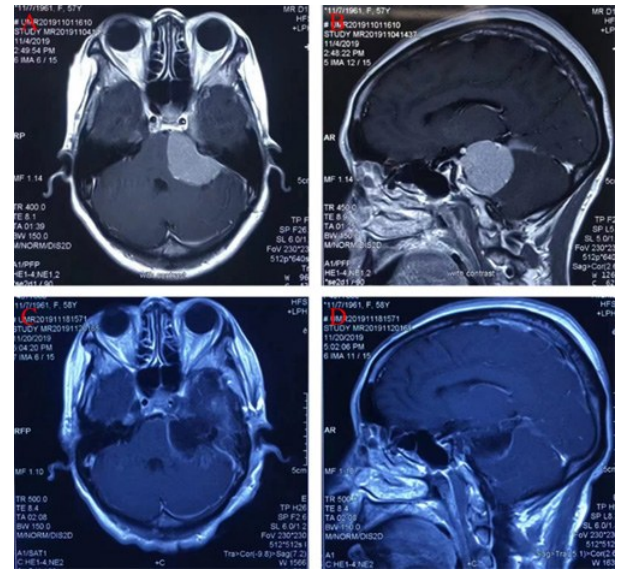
上斜坡型岩斜区脑膜瘤 Kawase 入路手术前后 MRI
